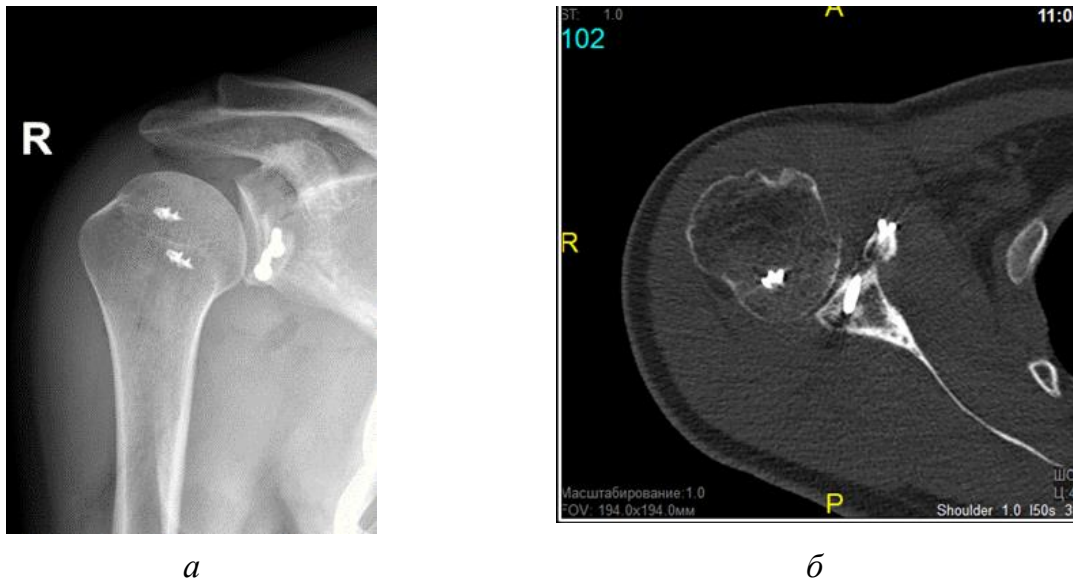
Результаты рентгенодиагностических исследований пациента З.А.В., 45 лет, после операции: *а* – рентгенограмма плечевого сустава после выполненной операции Latarjet; *б* – скан КТ после выполненной операции Latarjet
